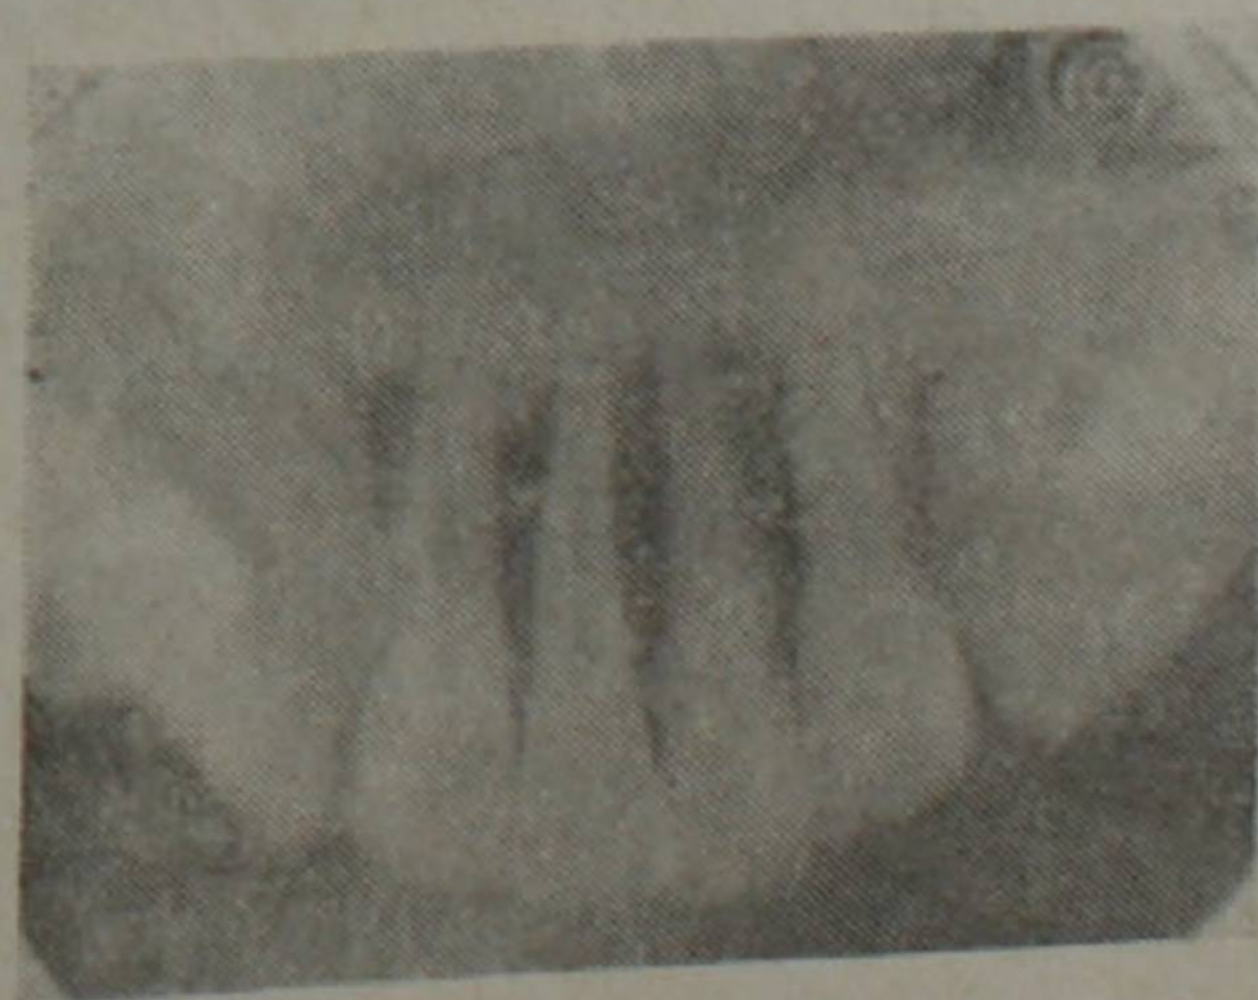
Рентгенограмма нижней челюсти больной Т. Г.
